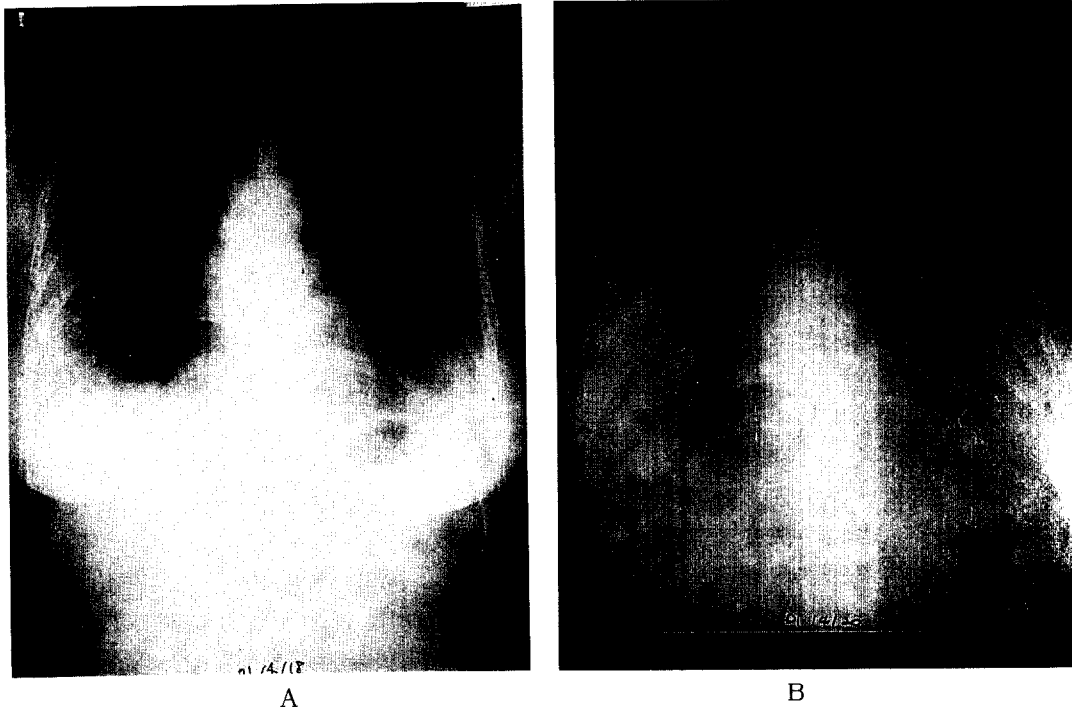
On admission day, chest X-ray shows peripheral haziness on bilateral mid and lower lung field, dominant CPS area. Heart is normal.
